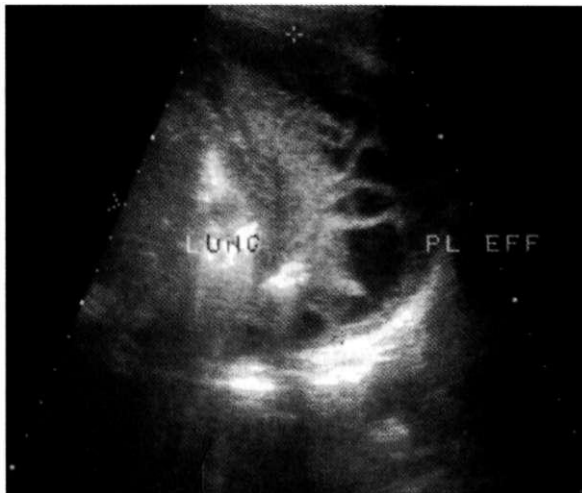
УЗИ при деструктивной плевропневмонии. Определяются коллабированное лёгкое, жидкость и фибрин в плевральной полости.
